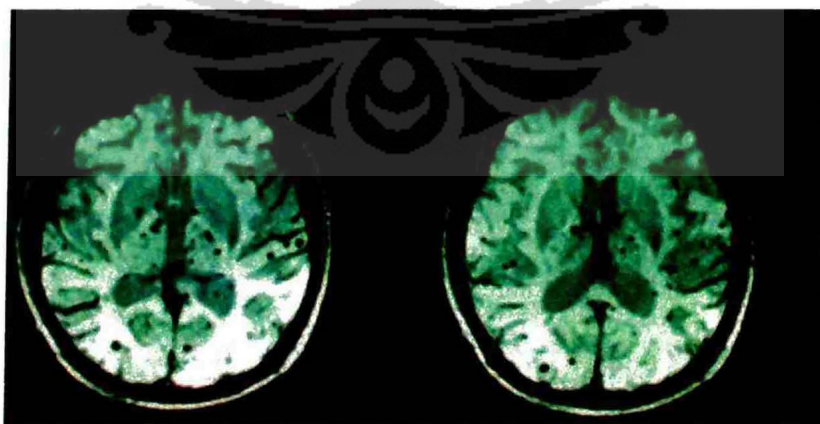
White matter hyperintensities* pada MRI T2-FLAIR.
